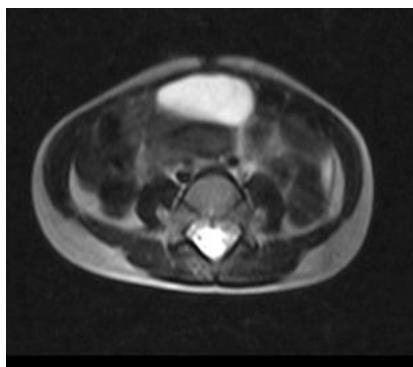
IRM de columna lumbar simple, secuencia axial, con aumento de la intensidad de las raíces nerviosas.
